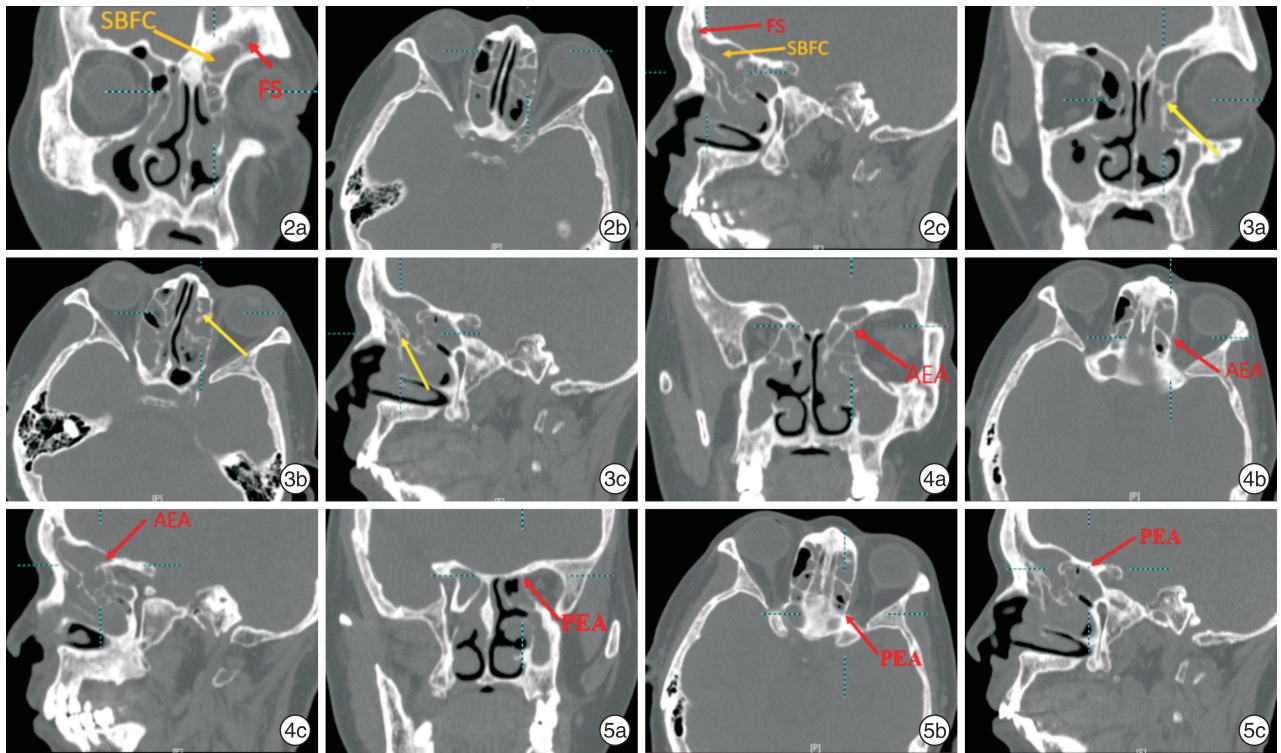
三维 CT 检查 左侧筛泡上巨大气房向额窦腔气化,几乎占据所有额窦腔,额窦腔狭小 2a:冠状位;2b:水平位;2c:矢状位; 图 3 三维 CT 检查 左额窦自鼻丘气房及鼻丘上气房后内方引流 3a:冠状位;3b:水平位;3c:矢状位; 图 4 三维 CT 检查 左侧筛前动脉位于筛泡上额气房后方 4a:冠状位;4b:水平位;4c:矢状位; 图 5 三维 CT 左侧筛后动脉位于前颅底后方检查 5a:冠状位;5b:水平位;5c:矢状位。
